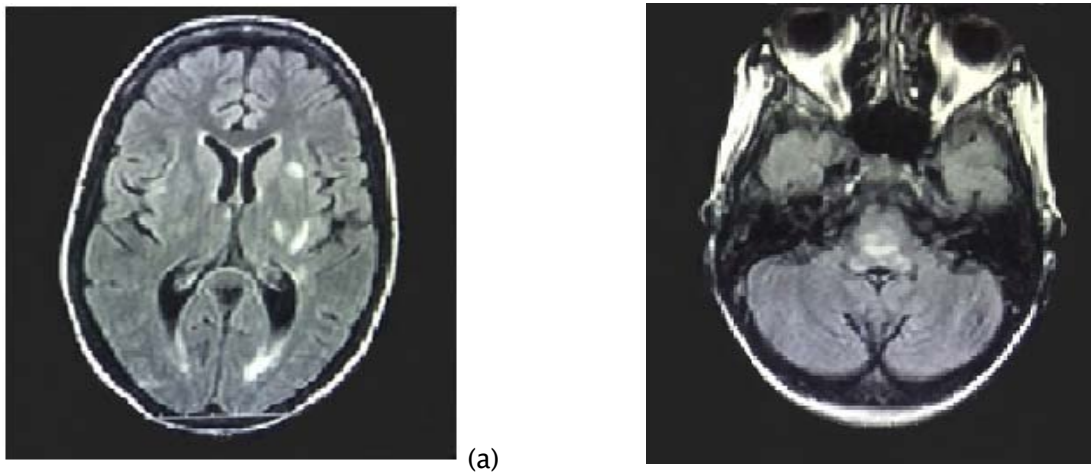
IRM cérébrale en coupes axiales séquence FLAIR passant par les ventricules latéraux (a), par le TC (b) chez une patiente âgée de 30 ans, présentant un syndrome hémipyrimaldal gauche avec céphalées. Multiples lésions nodulaires en hypersignal FLAIR de taille et de forme variable intéressant le TC (a) et la substance blanche périventriculaire (b).
